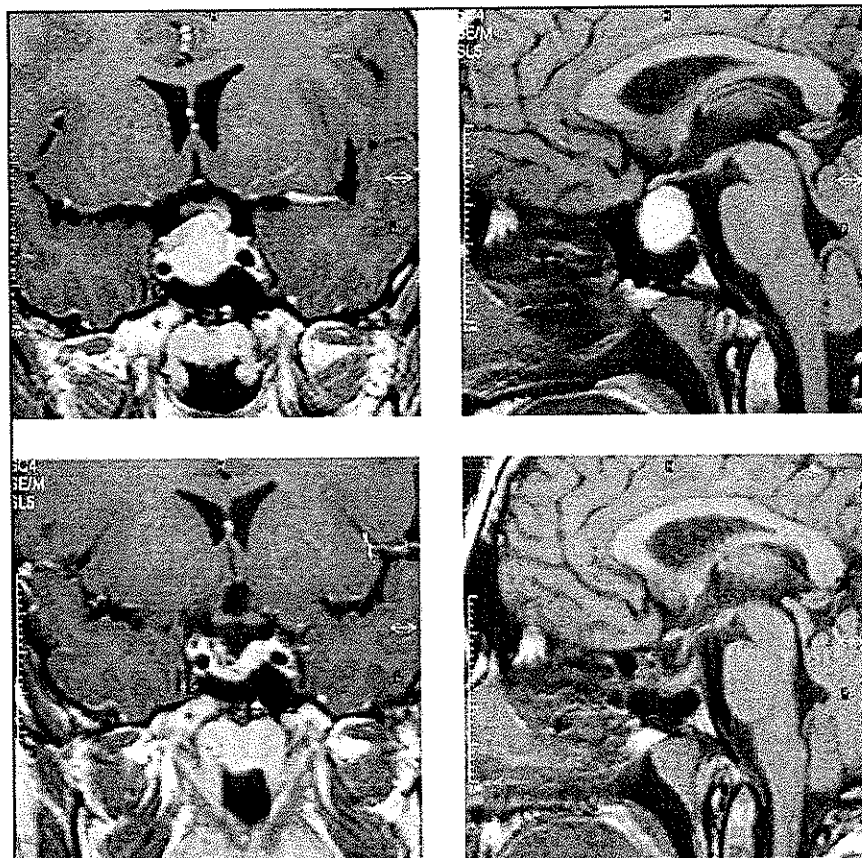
Adenoma productor de PRL, RM cortes coronais e sagitais, pré e pós-operatório.
